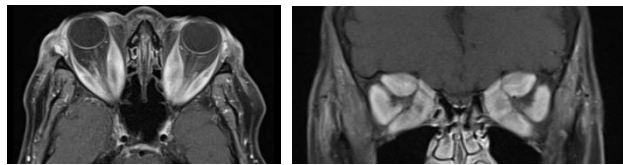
IRM orbitaire, séquence pondérée T1 avec saturation de graisse. A gauche : coupe axiale, à droite : coupe coronale. Atteinte bilatérale de l'ensemble des muscles intrinèques intra-orbitaires. Signal mixte graisseux et inflammatoire avec prédominance sur le droit supérieur, le droit interne et le droit inférieur.
